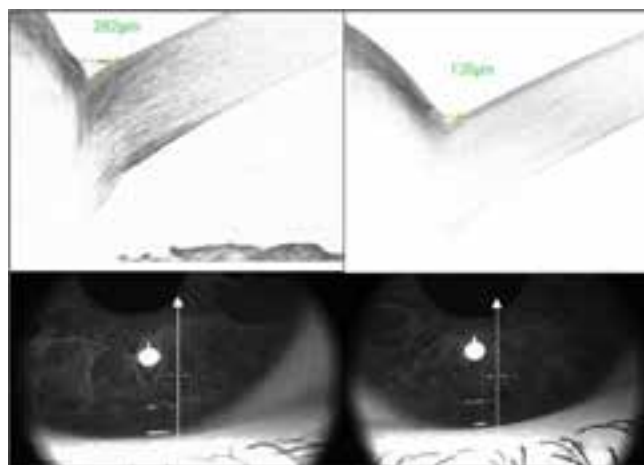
Оценка высоты нижнего слёзного мениска при помощи оптической когерентной томографии (томограф OPTOVUE, USA): слева — состояние нормы, высота нижнего слёзного мениска 282 мкм; справа — снижение высоты нижнего слёзного мениска до 135 мкм вследствие вторичного водodefицита у больных хроническим блефаритом неинфекционной этиологии и вторичным синдромом «сухого глаза».
